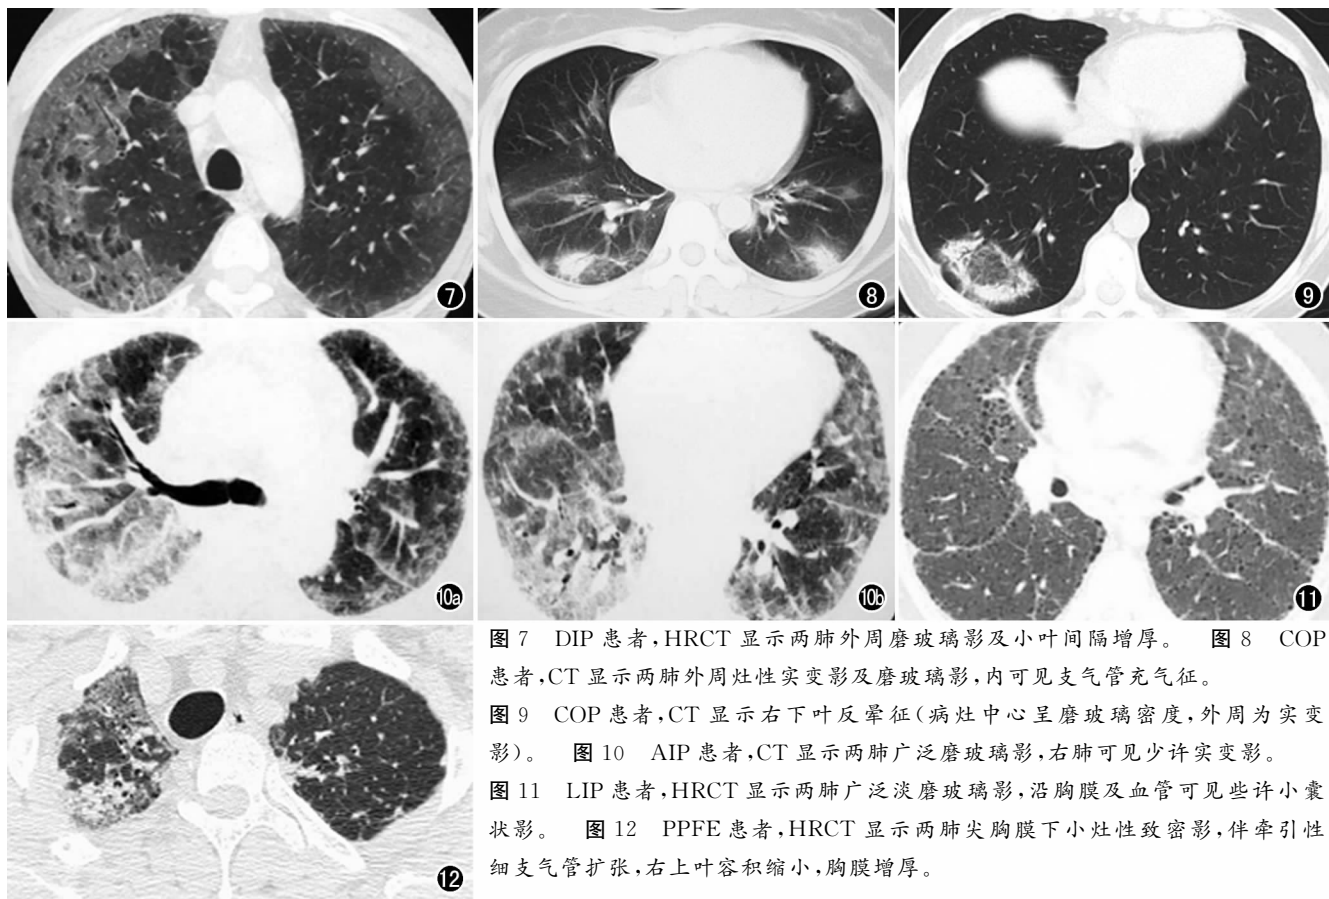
DIP 患者,HRCT 显示两肺外周磨玻璃影及小叶间隔增厚。图 8 COP 患者,CT 显示两肺外周灶性实变影及磨玻璃影,内可见支气管充气征。图 9 COP 患者,CT 显示右下叶反晕征(病灶中心呈磨玻璃密度,外周为实变影)。图 10 AIP 患者,CT 显示两肺广泛磨玻璃影,右肺可见少许实变影。图 11 LIP 患者,HRCT 显示两肺广泛淡磨玻璃影,沿胸膜及血管可见些许小囊状影。图 12 PPFE 患者,HRCT 显示两肺尖胸膜下小灶性致密影,伴牵引性细支气管扩张,右上叶容积缩小,胸膜增厚。
